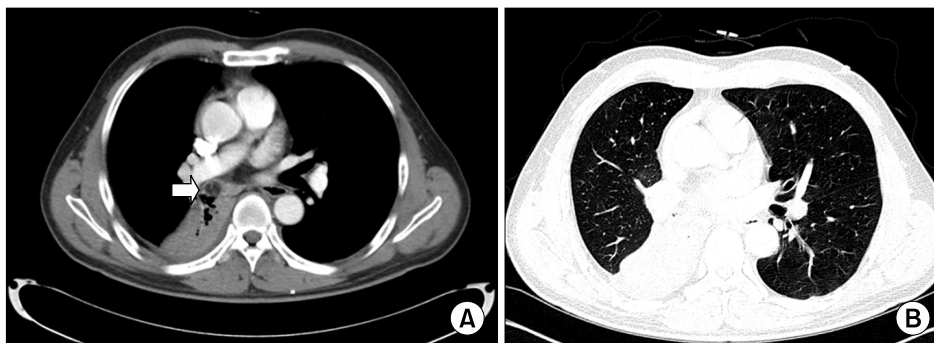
(A) Chest CT scan shows an endobronchial mass (arrow) in the intermediate bronchus, and the portion of the mass contains fat attenuation, suggesting endobronchial hamartoma. (B) Obstructive pneumonia in right middle and lower lobes and small amount of right pleural effusion were observed.
